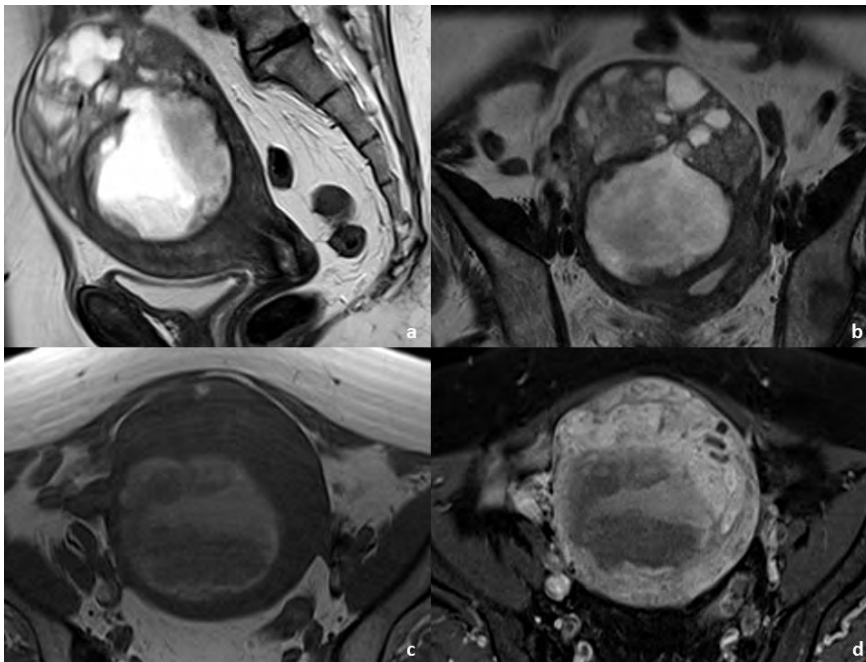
Mulher de 71 anos, com sarcoma do útero. A RM pélvica com sequências ponderadas em T2 no plano sagital (a) e coronal (b) e sequências ponderadas em T1 no plano axial oblíquo, antes (c) e após (d) administração de gadolínio demonstra cavidade endometrial distendida, heterogênea simulando carcinoma do endométrio invadindo o fundo uterino. A análise histopatológica da peça operatória revelou tratar-se de um sarcoma do útero.
